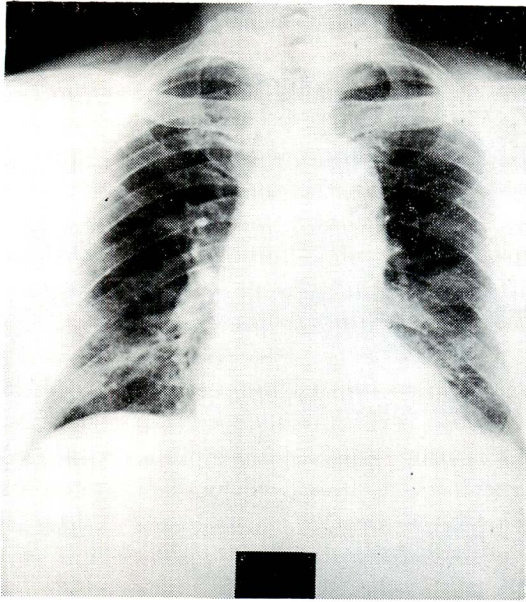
Chest X-ray (case 1)
